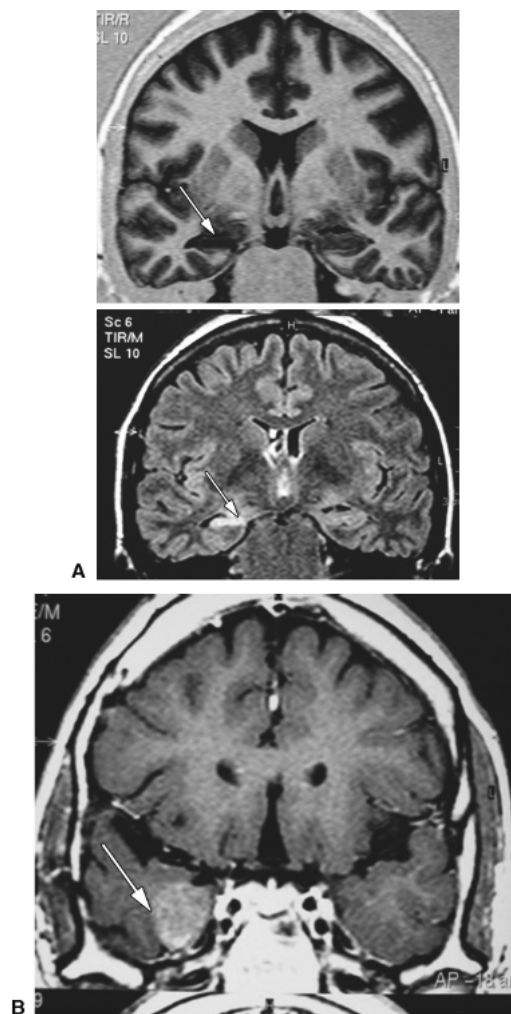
Ressonância magnética. A. Hipossinal em IR (*esquerda*) e hipersinal em FLAIR (*direita*) em hipocampo direito, imagens típicas da esclerose hipocampal. B. Imagem de tumor na região mesial do lobo temporal direito.
